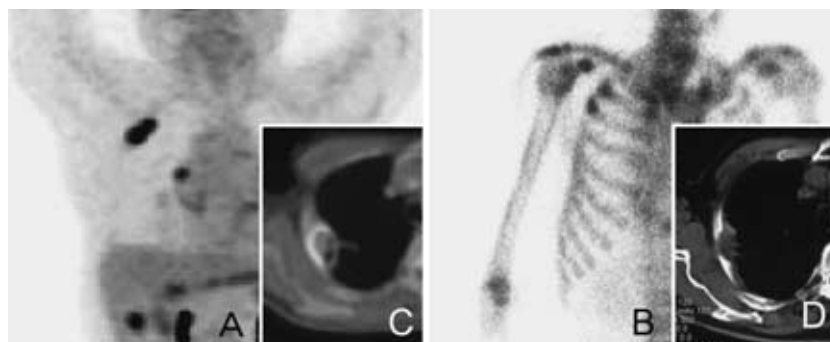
Case 1, 79 yo male. Positive lesion that is consistent with subpleural tumor on CT was seen on ¹⁸F-DG-PET (A, C). Whether bone invasion exit or could not be determined by ¹⁸F-DG-PET. In contrast, ^{99m}Tc bone scintigraphy revealed bone invasion (B, D).
